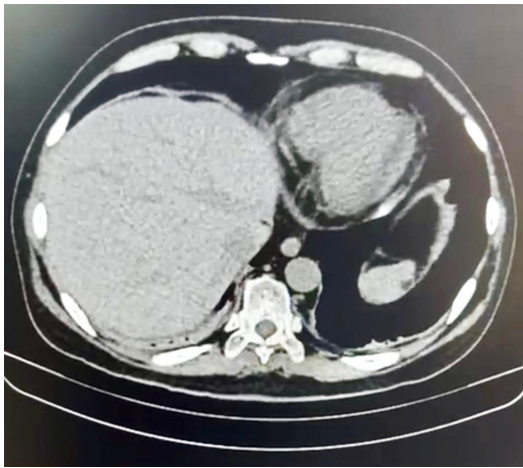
Corte axial de tomografía computarizada contrastada de abdomen que evidencia una masa retroperitoneal voluminosa con efecto compresivo y desplazamiento de órganos vecinos.
